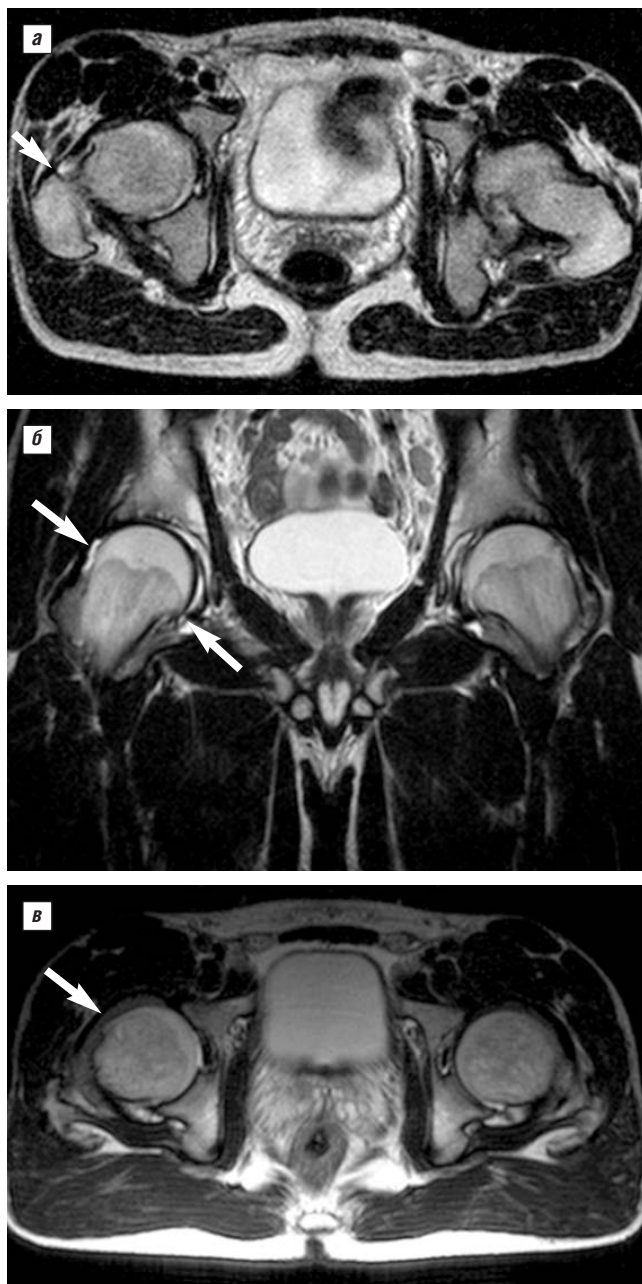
Примеры утолщения капсулы ТБС у трех пациентов с АС/СпА (указано стрелками). а и б — МРТ в режиме Т2, в — в режиме Т1
